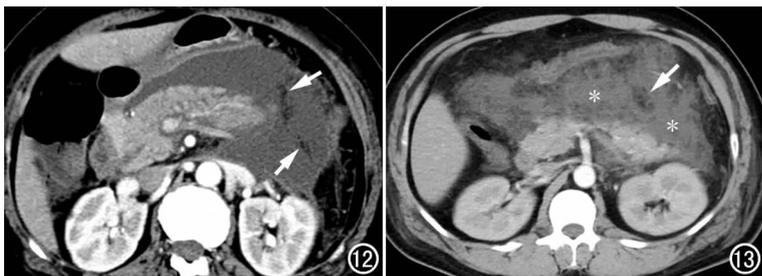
女,55岁,急性坏死性胰腺炎(仅胰外坏死型)。发病后3天CT增强动脉期示胰腺强化均匀,胰周液体积聚内含有局灶性的游离脂肪坏死碎屑(箭)。图13 男,37岁,急性坏死性胰腺炎(仅胰外坏死型)。发病后5天CT增强动脉期示胰腺外坏死主要集中在横结肠系膜区(*),其内包含坏死脂肪组织影(箭)。
